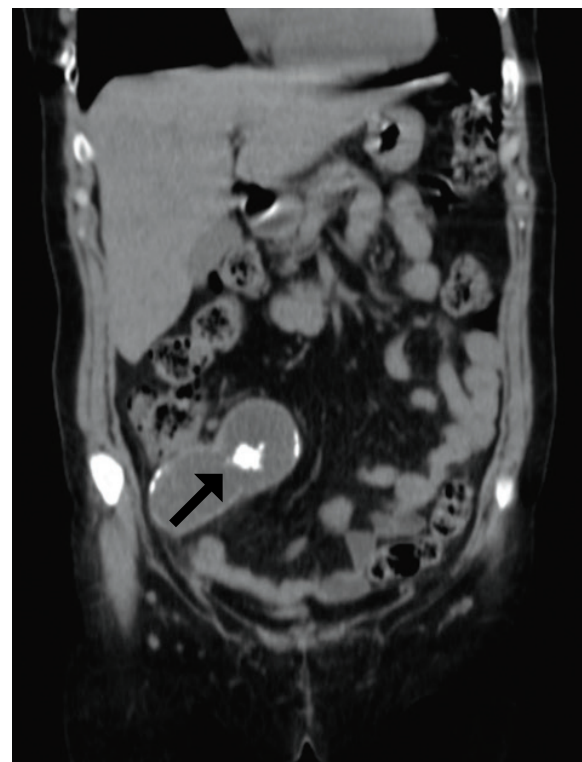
TC abdomen-pelvis simple, corte coronal. Imagen quística paracecal con valores de atenuación superiores a los del líquido vesical, con calcificación lineal de la pared: mucocèle apendicular (flecha negra).
